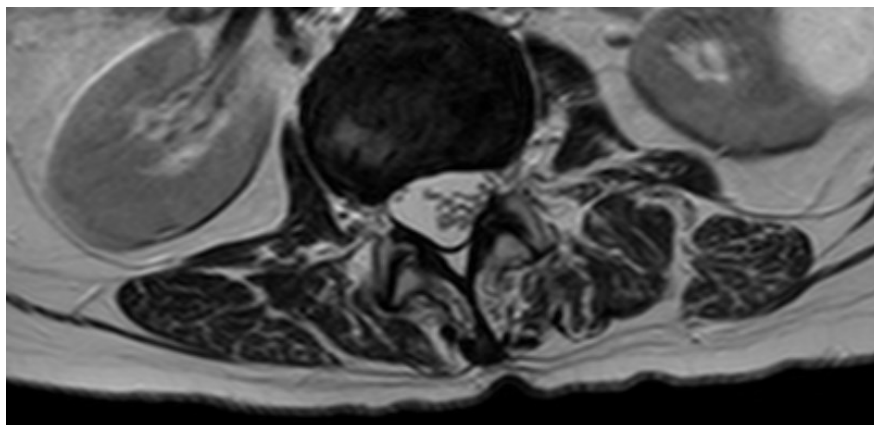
Immagine di un piano di MRI del paziente ID034 che evidenzia molte infiltrazioni di adipe nei muscoli lombari multifidi.
